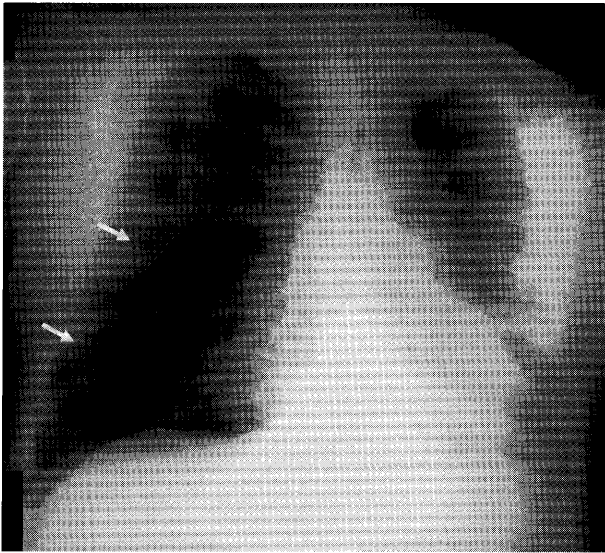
Chest radiograph on admission showed pneumothorax on the right side.
